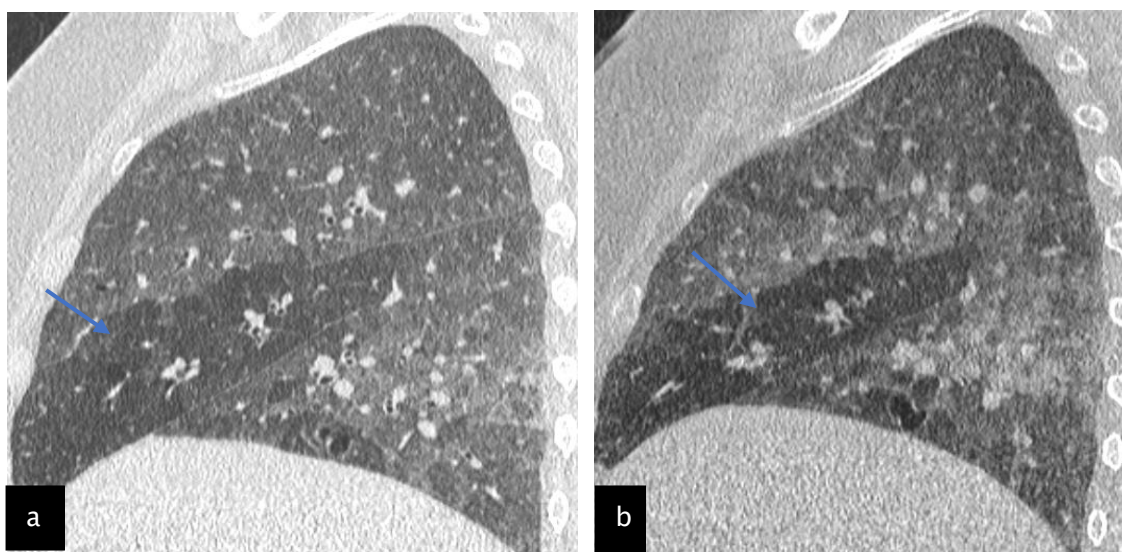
TDM thoracique en coupe sagittale (a) avant l'expiration, on observe des foyers de verre dépoli bilatéraux (régions moyennes et inférieures), créant un aspect en mosaïque (flèche bleue), sans disparité de calibre vasculaire. (b) après l'expiration forcée, on remarque une accentuation des zones de trappage aérien (flèche bleue).
